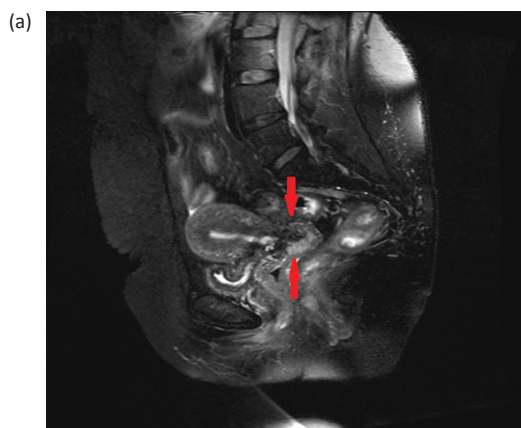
(а) МРТ-исследование после курса ДЛТ на фоне еженедельного введения химиопрепарата, сагиттальный срез. Зональная структура шейки матки нарушена. В дистальной части шейки матки по правой полуокружности отмечается остаточная опухоль солидной структуры, с неровными нечеткими контурами. Опухоль распространяется на передний параметрий, задний свод и верхнюю треть влагалища. Достоверных данных за вовлечение мочевого пузыря и прямой кишки не выявлено.
